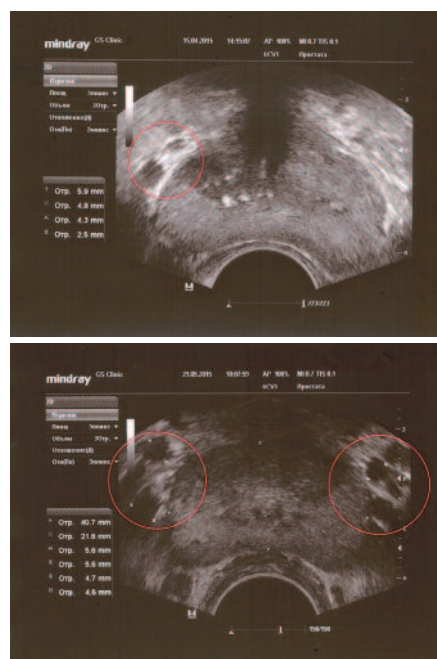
ТРУЗИ предстательной железы у пациентов с левосторонним варикоцеле (сверху) и двусторонним варикоцеле (снизу). Отмечается варикозное расширение вен парапростатического венозного сплетения на стороне локализации варикоцеле
